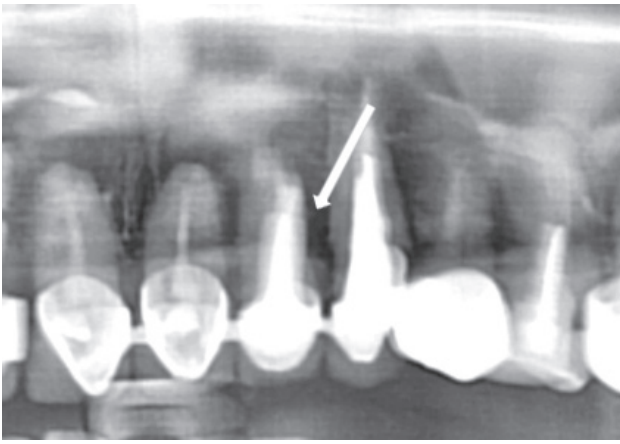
Рентгенологічески — лизис костной ткани в проекции перфорации латеральной поверхности бокового резца
